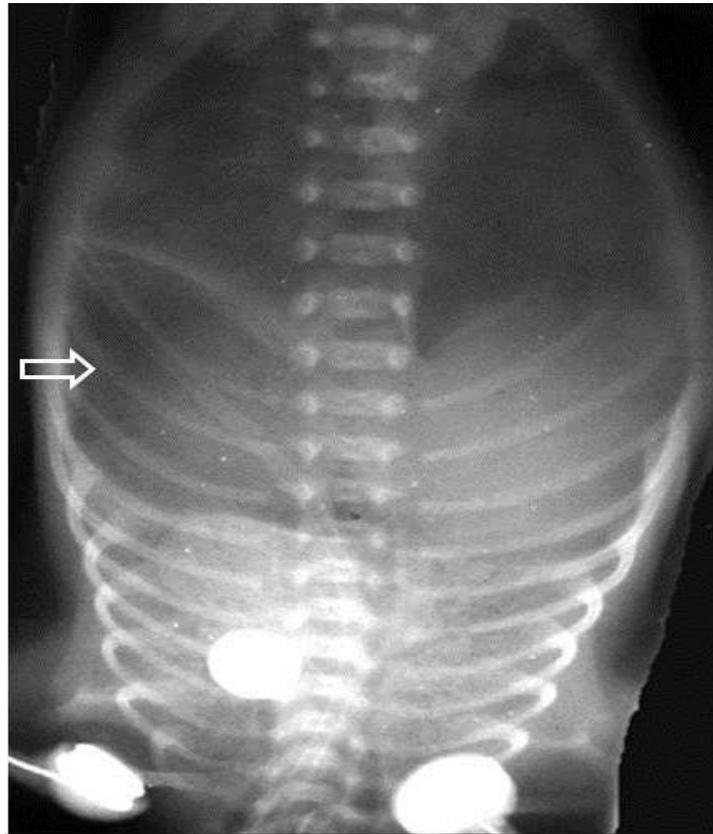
Radiografía de abdomen en decúbito supino. Neumoperitoneo masivo. Signo del balón de "rugby"
